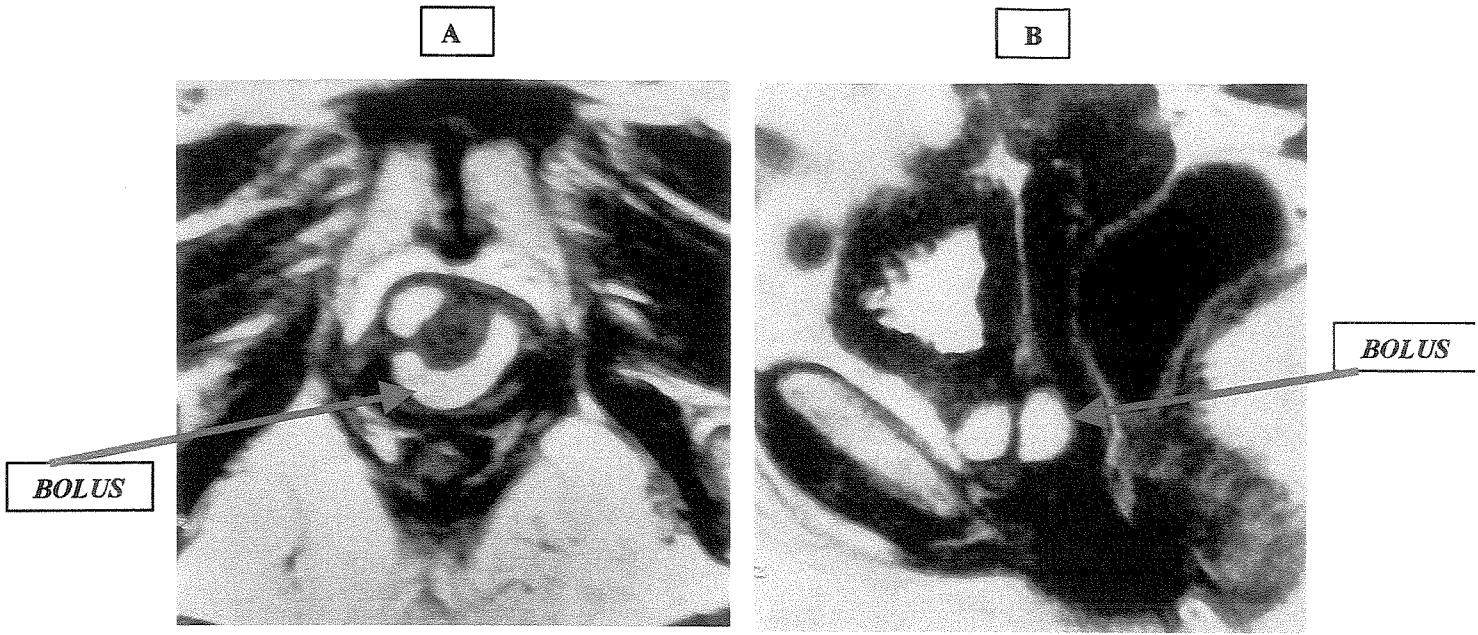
Imagem de Ressonância Magnética em corte trans-axial (A) e sagital (B) da uretra feminina, em T-2, mostrando o *bolus* de PDMS (*BOLUS*)
